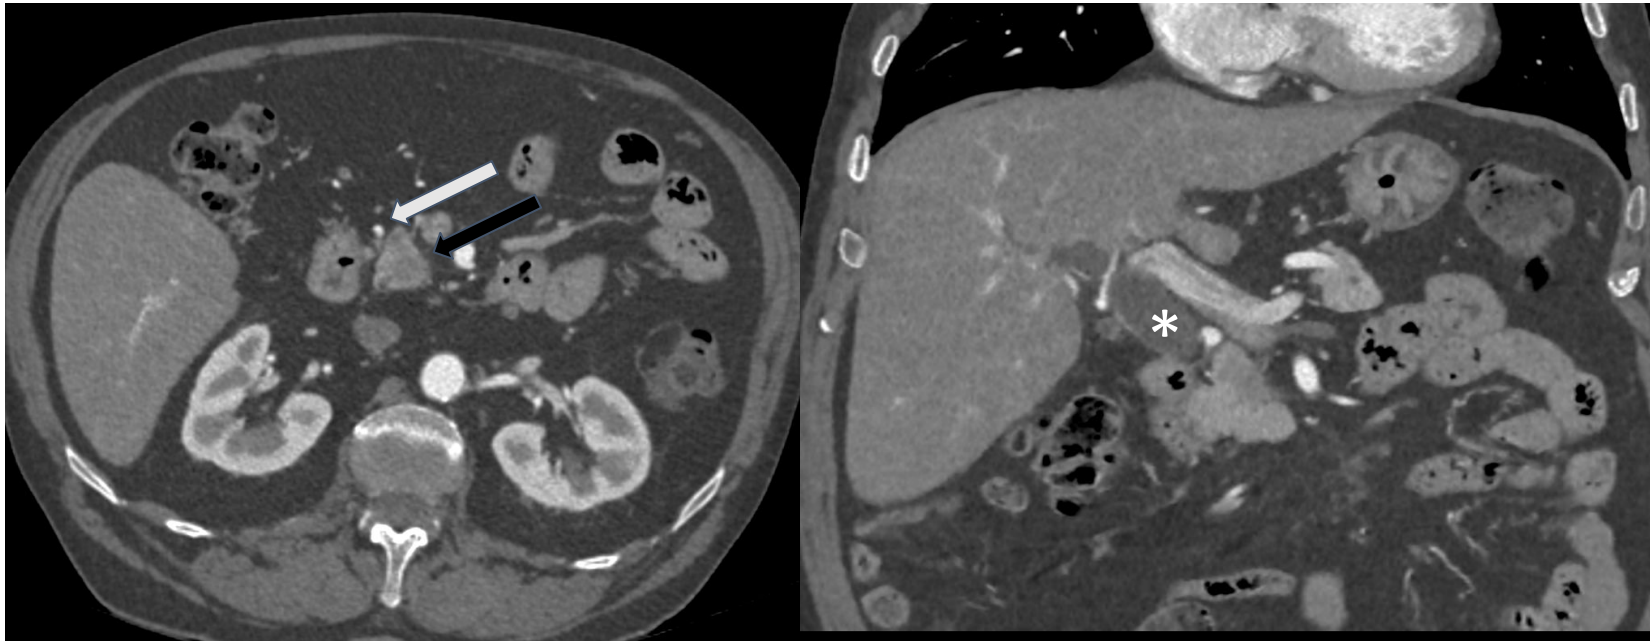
TC con contraste iv en fase pancreática: Se observa la lesión en la cabeza del páncreas (flecha negra), que no contacta con ningún vaso, siendo la arteria mesentérica superior su relación vascular más cercana (flecha negra). La lesión condiciona una dilatación marcada del colédoco (asterisco). Se trató de ca. de páncreas resecable, por lo que se realizó una duodenopancreatectomía cefálica (DPC).
